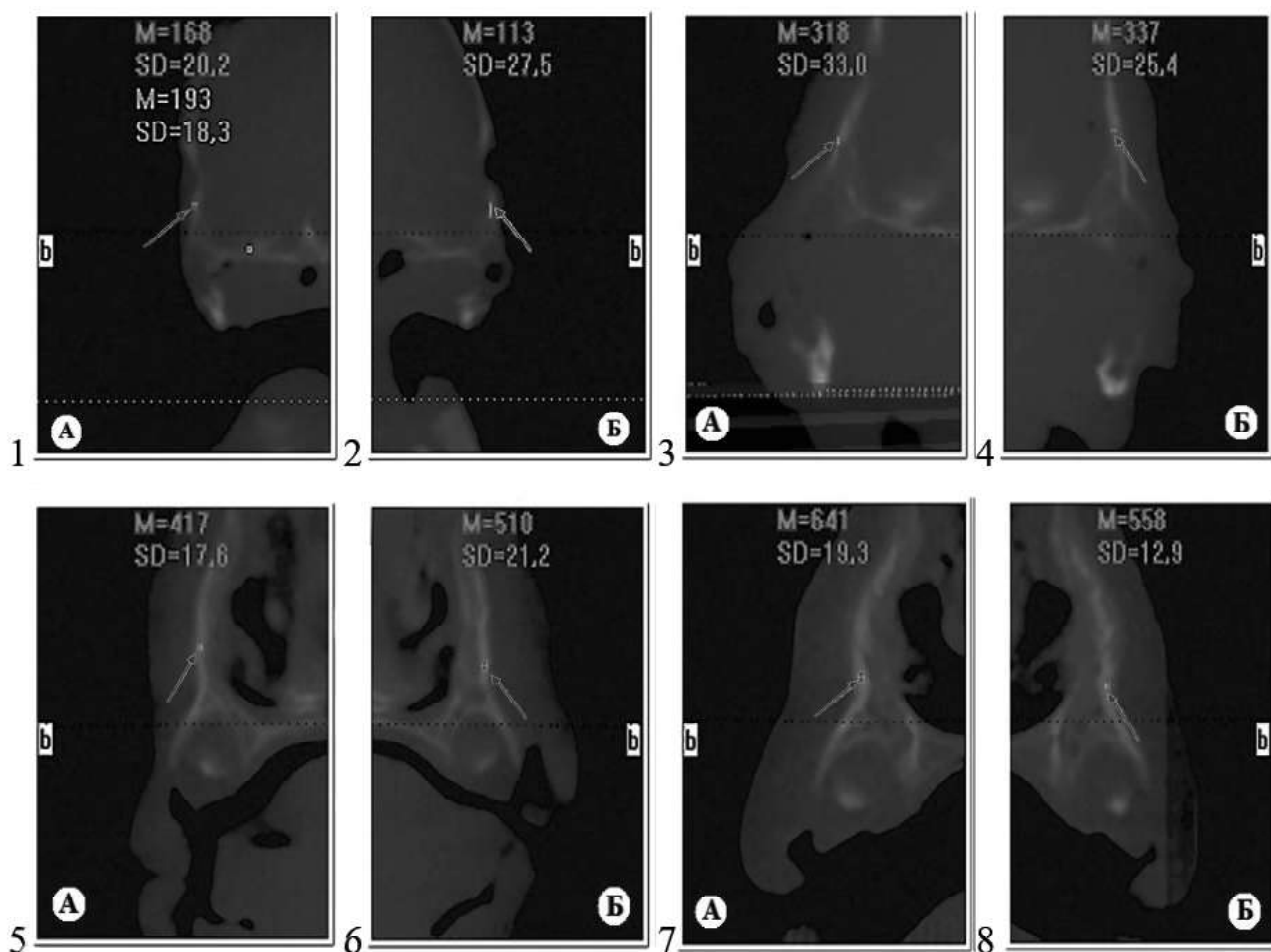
Лобовий відросток верхньої щелепи у пренатальному онтогенезі людини (А - права сторона; Б - ліва сторона). Томограма. Сагітальні зрізи: 1-2 - зачаток верхньої щелепи Пл людини 13-16 тижнів ВУР (89,0 мм ТКД); 3-4 - зачаток верхньої щелепи Пл людини 19-20 тижнів ВУР (140,0 мм ТКД); 5-6 - зачаток верхньої щелепи Пл людини 27-28 тижнів ВУР (231,5 мм ТКД); 7-8 - зачаток верхньої щелепи Пл людини 38-39 тижнів ВУР (354,0 мм ТКД).
